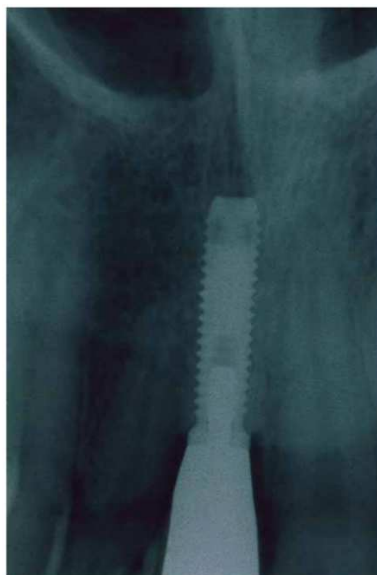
Controlo radiográfico através de Radiografia periapical que evidenciou a integração do implante no NPC. Reproduzido de Artzi Z, Nemcovsky CE, Bitlitum I, Segal P. Clin Oral Implants Res. 2000;11(5):505–510, com permissão de John Wiley & Sons (Licença n.º 1650558-1).
